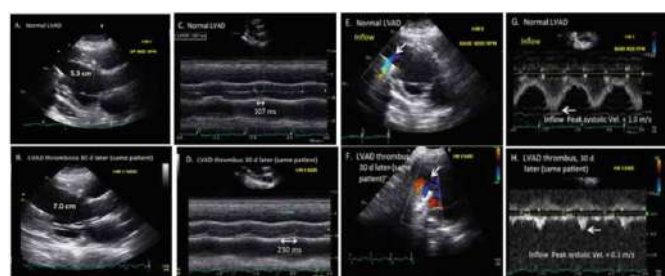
comparaison de plusieurs images échocardiographiques du même patient avant et après thrombose d'un LVAD HM II. (A) diamètre télé-diastolique du VG normal. (B) dilatation du VG après thrombose. (C) durée d'ouverture de la valve aortique minimal (107ms). (D) allongement marqué de la durée d'ouverture de la valve après thrombose du LVAD. (E, G) Doppler couleur et doppler pulsé de la canule d'aspiration durant le fonctionnement normal du LVAD. (F, H) Très faible vitesse du flux systolique de la canule sur les images Doppler couleur (flèche) et pulsé, respectivement, avec un flux diastolique presque absent (figure H) après la thrombose du LVAD. Doppler pulsé de la chambre de chasse du ventricule droit : (I) ITV = 15cm durant le fonctionnement normal et (J) ITV = 7.9cm après thrombose.
